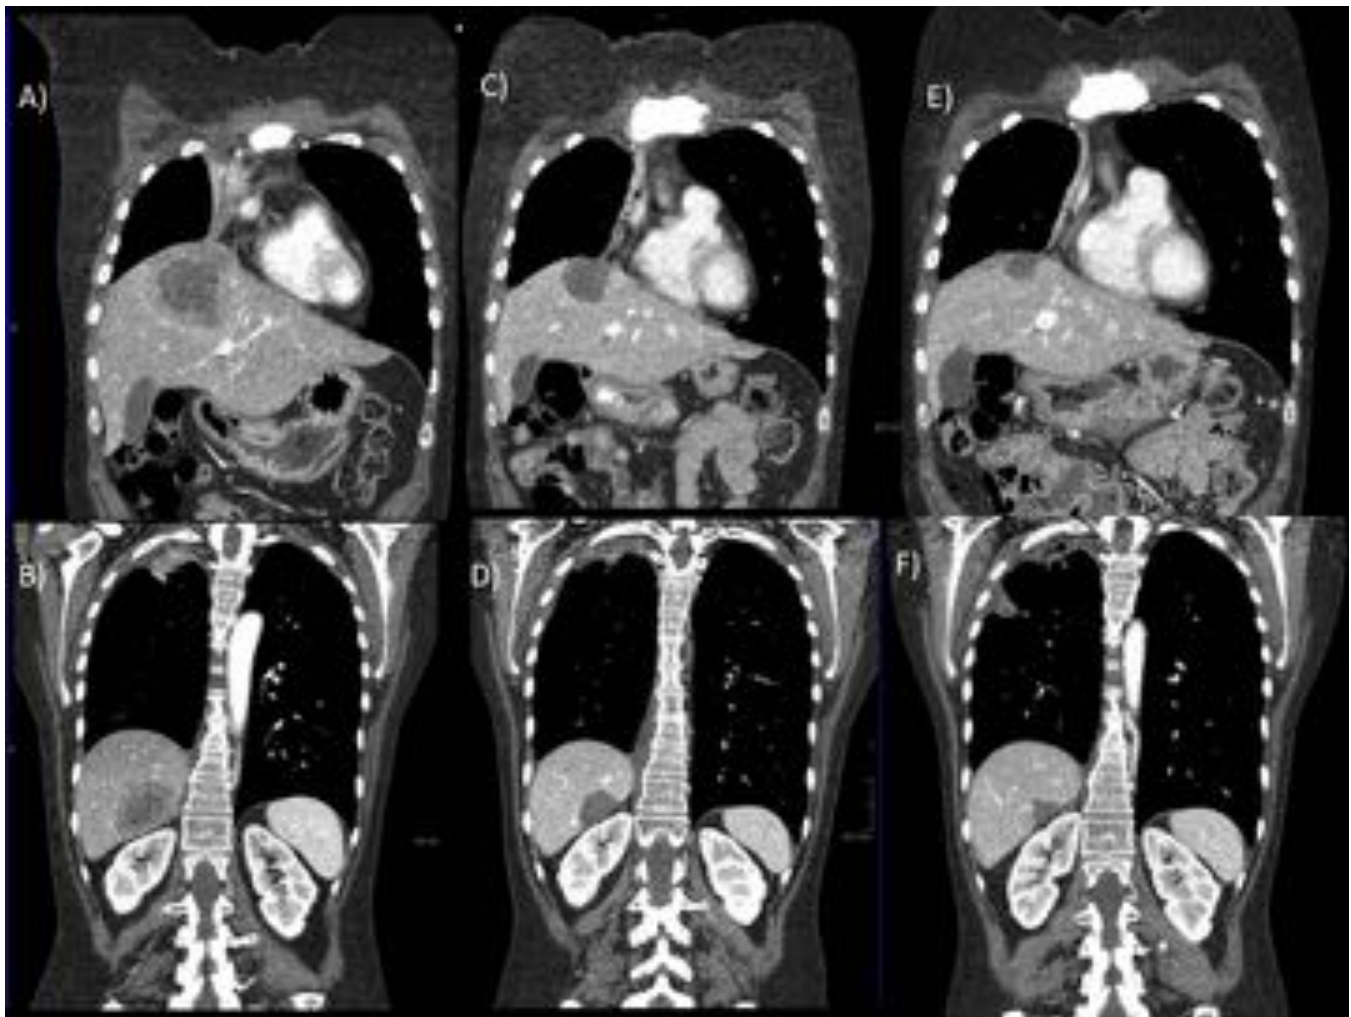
Reconstrucción coronal de TC toracoabdominopélvico con CIV en mujer con adenocarcinoma de pulmón en estadio IV. A) TC screening: Lesiones hepáticas hipodensas con necrosis central y realce periférico en segmentos IVa y VI, compatibles con metástasis. B) TC 6ª semana: Marcada disminución del tamaño y la atenuación de las lesiones hepáticas con ausencia de realce periférico. C) TC 12ª semana: Estabilidad de la enfermedad con tendencia a la disminución de tamaño de las lesiones hepáticas.
